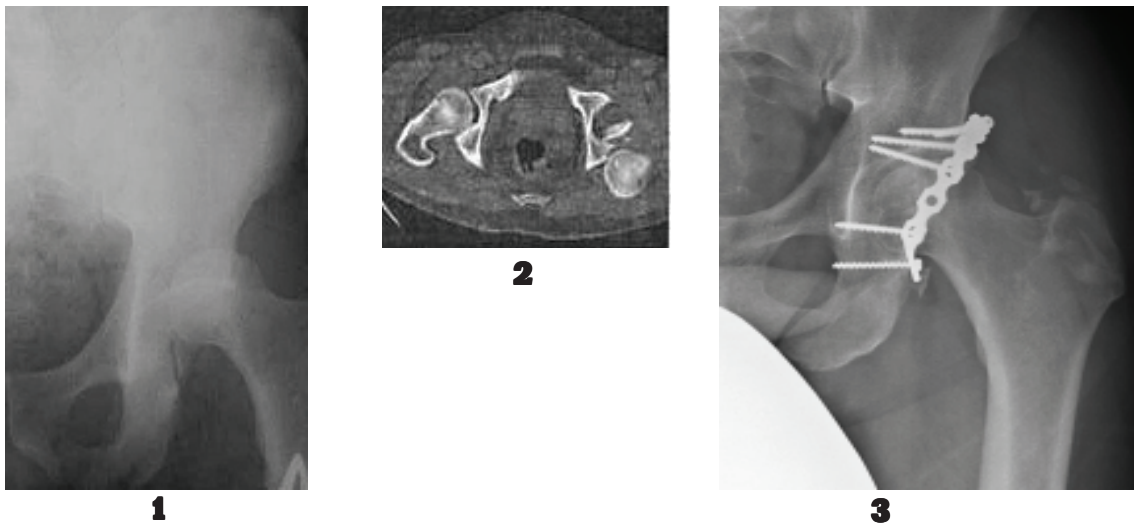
Пациент П., 47 лет; 6 лет после остеосинтеза перелома задней стенки вертлужной впадины. 1 – рентгенограмма до операции, перелом задней стенки вертлужной впадины с вывихом головки бедра, 2 – компьютерная томограмма, интерпозиция костного фрагмента в полости сустава, 3 – рентгенологический результат лечения; отсутствие признаков коксартроза, единичные околоуставные оссификаты
